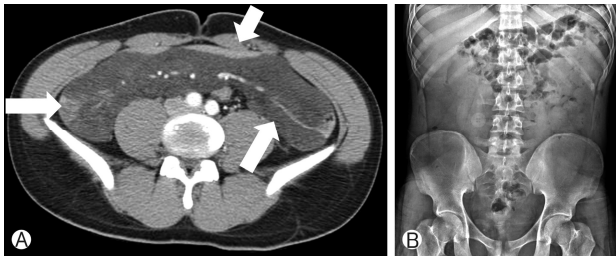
(A) Computed tomography scan shows a well-defined hypoattenuating mass in small bowel mesenteries. (B) Simple abdomen X-ray shows no gross abnormality in bowel gas pattern, soft tissue density.
